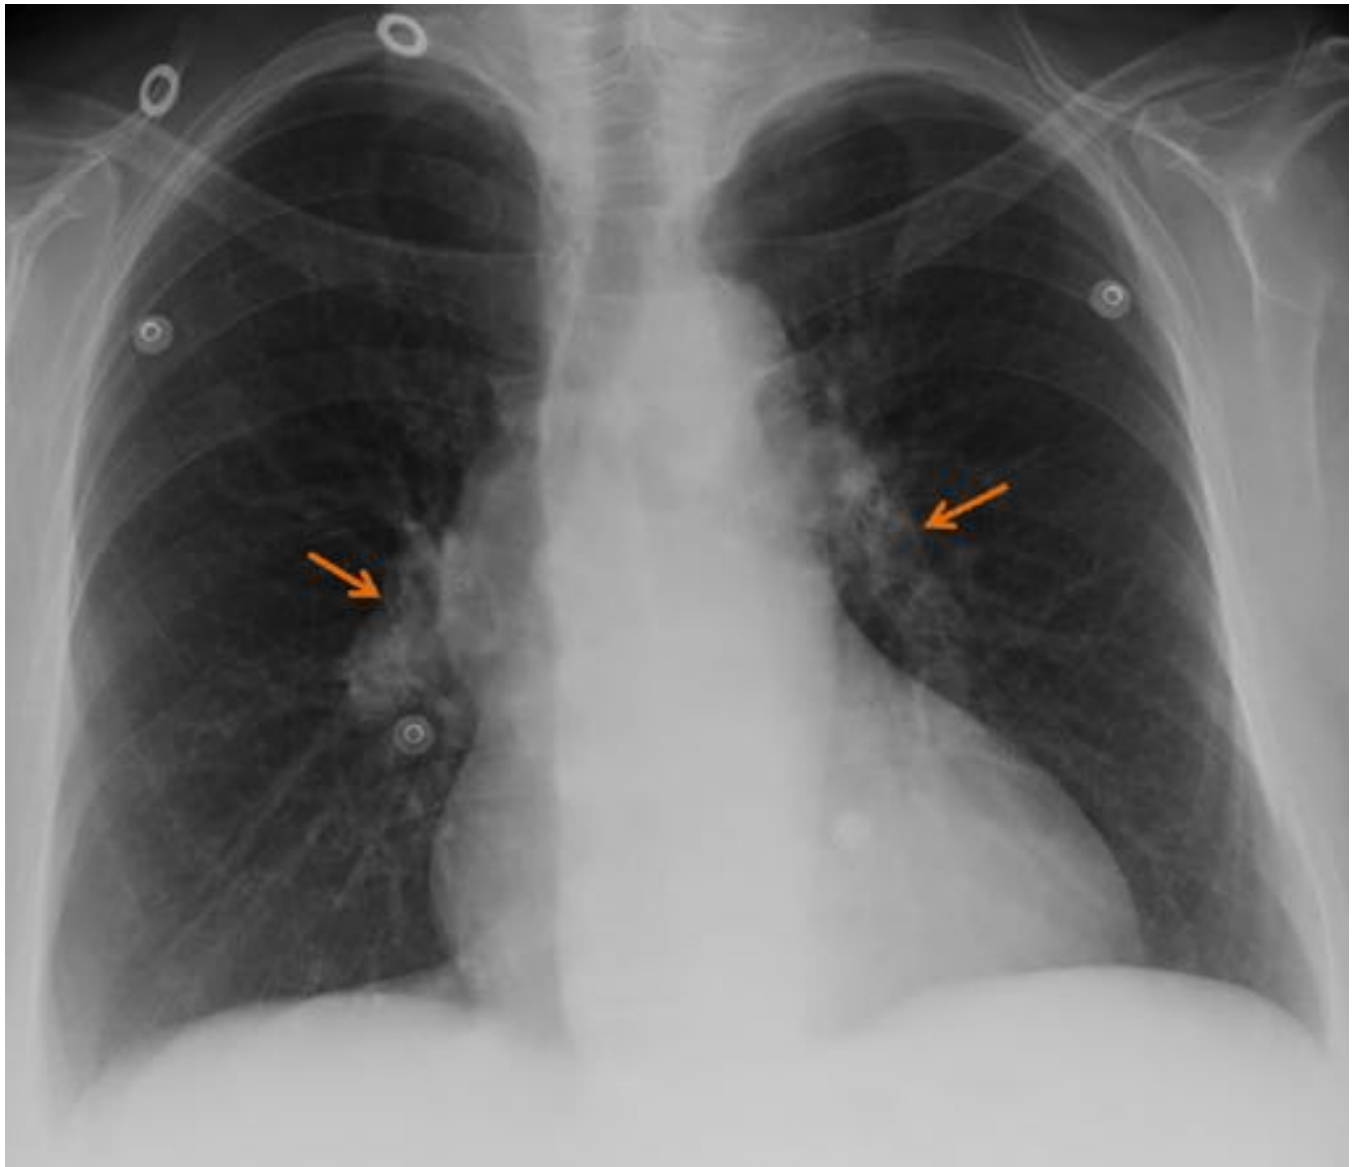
CORTOCIRCUITO DE IZQUIERDA-DERECHA. Radiografía PA en paciente con antecedentes de comunicación interauricular de tipo ostium secundum en la que se observa cardiomegalia con prominencia de ambos hilos pulmonares (flechas) secundario al aumento del diámetro de las arterias pulmonares en relación con signos de hipertensión pulmonar secundarios al cortocircuito de izquierda-derecha.
